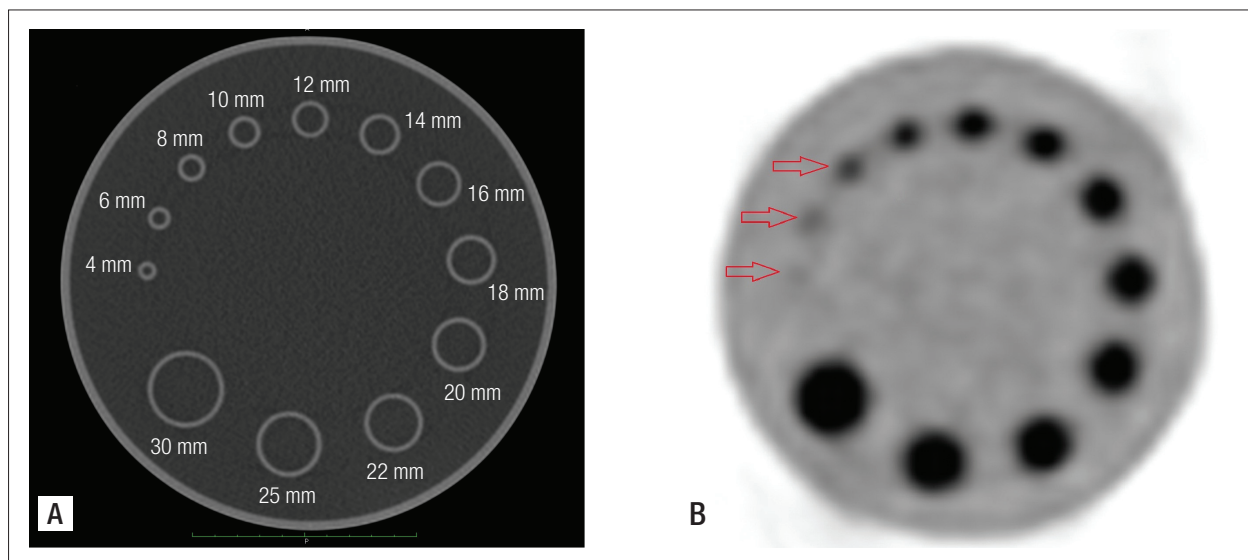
Corte da imagem vista por *computed tomography* (CT) (A) e por tomografia por emissão de pósitrons (PET) (B), para n=8:1 e tempo de aquisição de 5 minutos. As setas na imagem vista por PET apontam a localização dos cilindros com diâmetros de 8, 6 e 4 mm, respectivamente.
